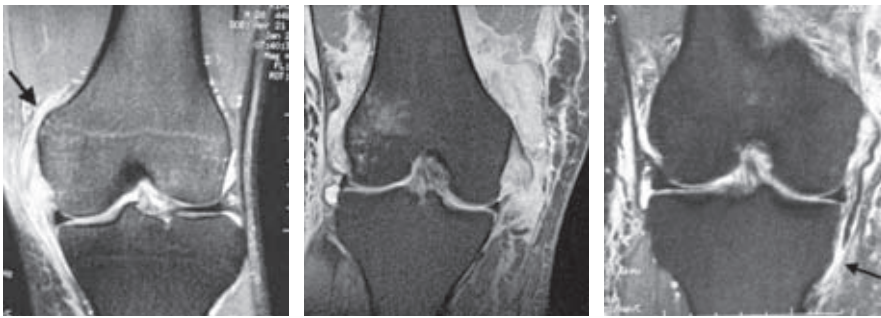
MRI: proximale, intraligamentäre und distale Ruptur
